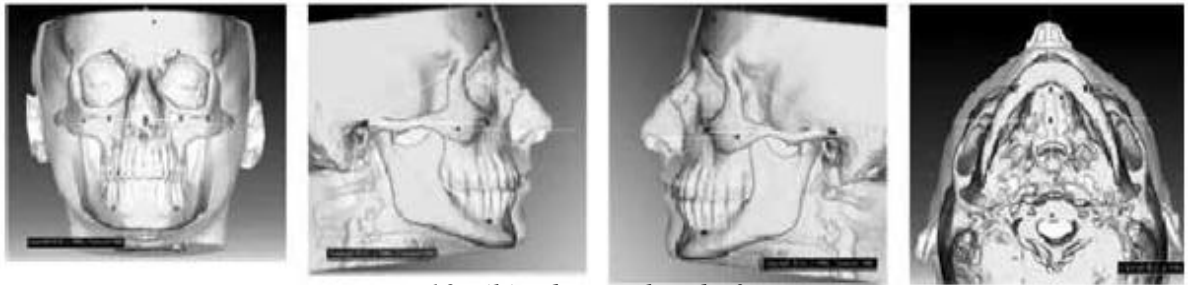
téléradiographie du futur
